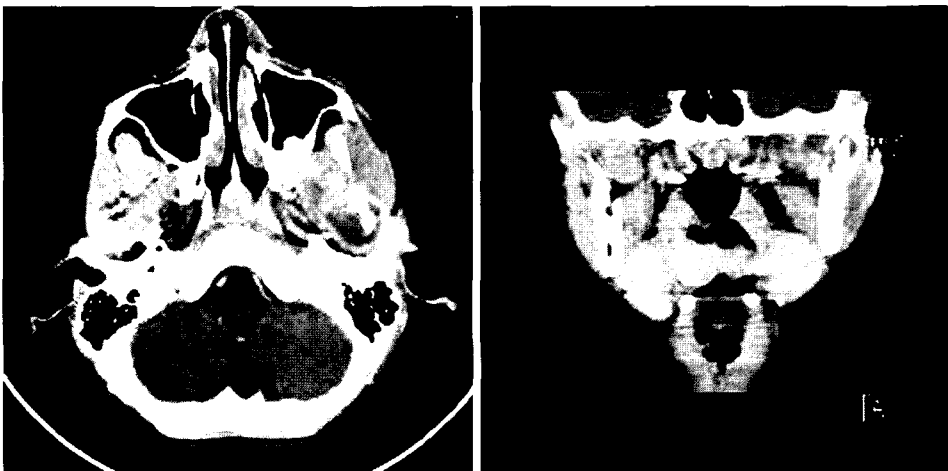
A CT scan of the mandible. This shows a well-defined lytic lesion occupying the left condyle extending down ramus. There is fine, periosteal new bone formation seen on the lateral surface of the cortex.
